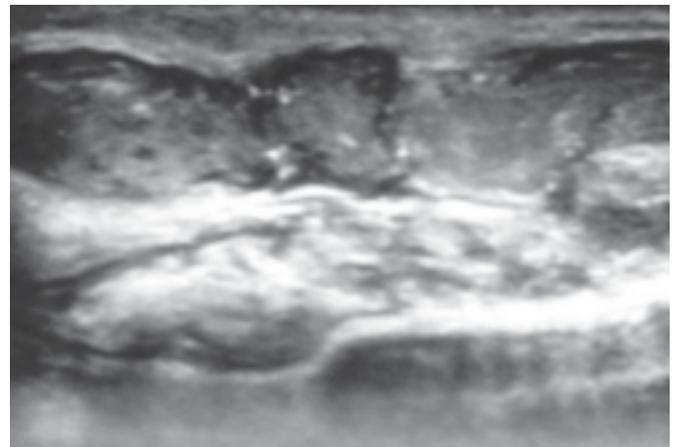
Ultrasonido peneano con imágenes hipocogénicas intracavernosas sugerentes de cavernositis.
